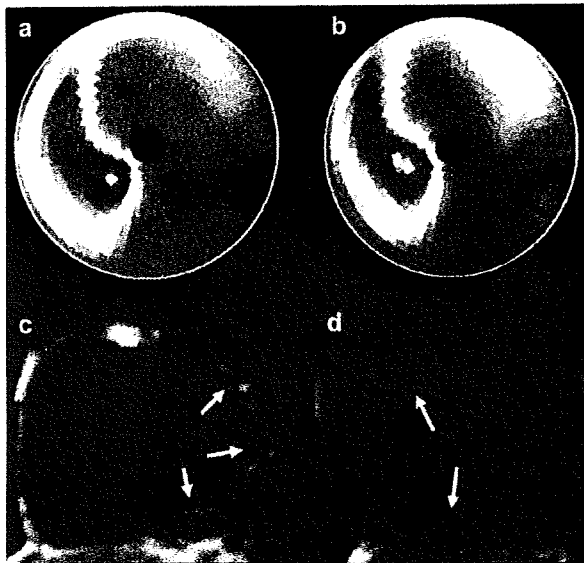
Preoperative ^{99m}Tc -sestamibi SPECT (a, stress; b, rest) and delayed-enhanced MRI (c, short axis; d, long-axis). ^{99m}Tc SPECT showed severe reduction of a tracer uptake at both stress and resting phases in the anterior, lateral and inferior segments, especially in the infero-lateral segment. These segments were considered 'non-viable'. However, DE-MRI demonstrated the subendocardial infarction with the transmural extent <25% in the same segments (arrow).
